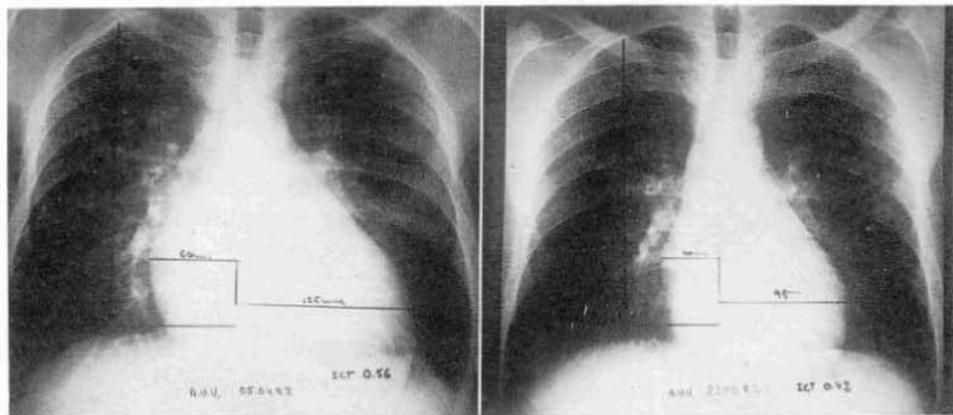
A) Radiografía de tórax a su ingreso.
